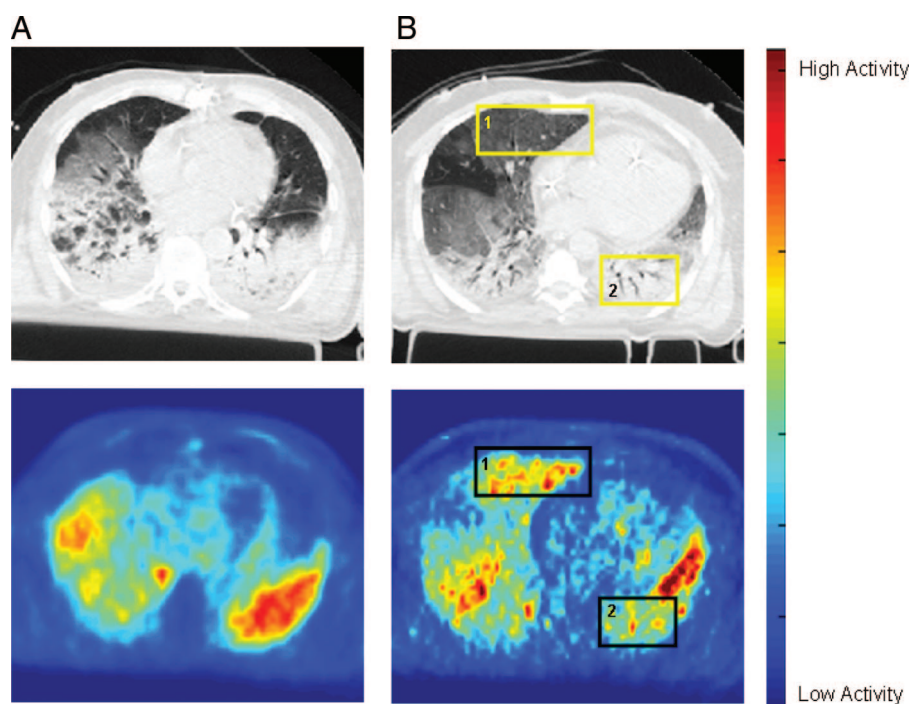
TDM et TEP scanner au 18 FDG chez des patients avec SDRA révélant le caractère diffus de l'inflammation [8].
